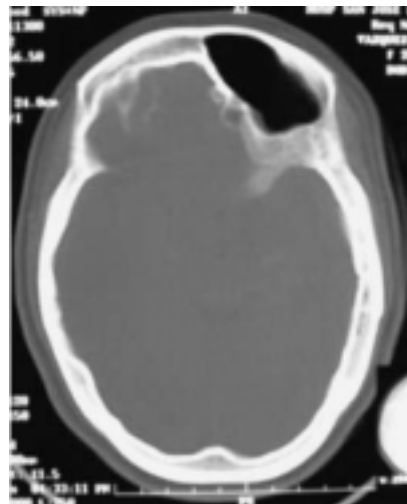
Tomografía Computarizada en corte axial muestra el gran hiperdesarrollo del seno frontal en el lado izquierdo atrófico y la elevación del piso anterior.
